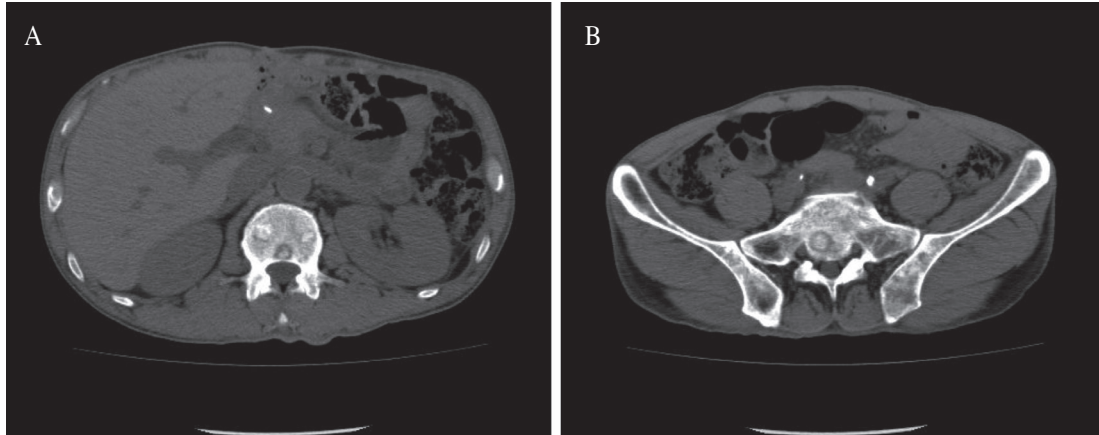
Abdomen CT scan showed bone metastasis in spine and pelvic bone.
